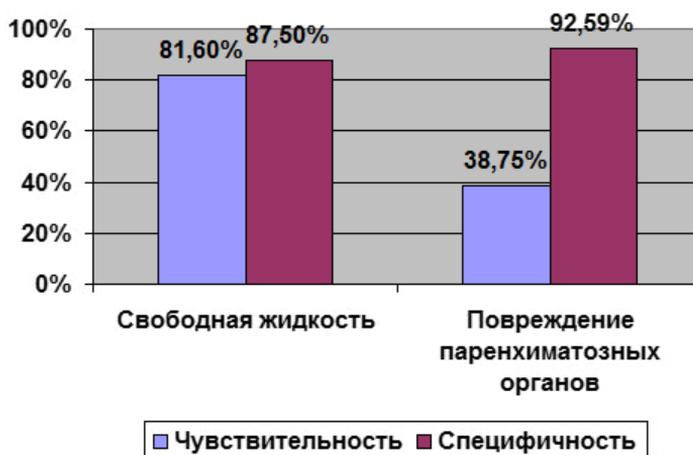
Чувствительность и специфичность УЗИ
